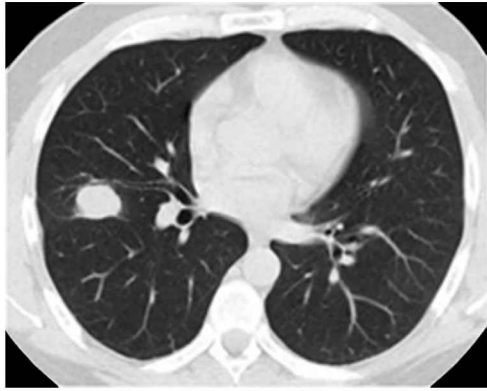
Ехінокок правої легені. При КТ визначають м'якотканинне утворення, капсула і рідинний вміст не виявляються, чітко відмежування від легеневої тканини
